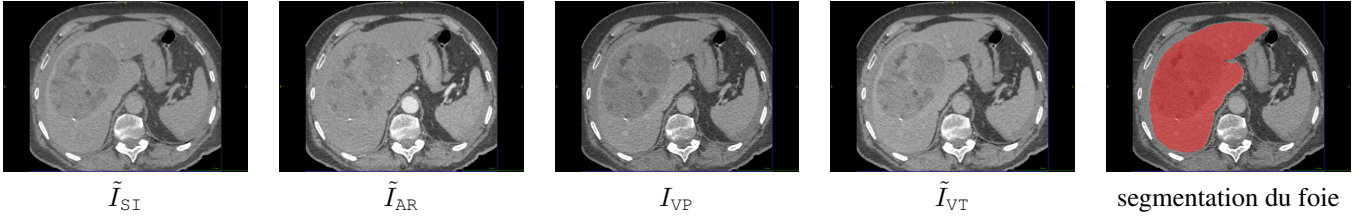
Exemple d’images TDM multi-phases recalées (\tilde{I}_{SI} , \tilde{I}_{AR} , I_{VP} et \tilde{I}_{VT}) avec masque de segmentation du foie associé.
